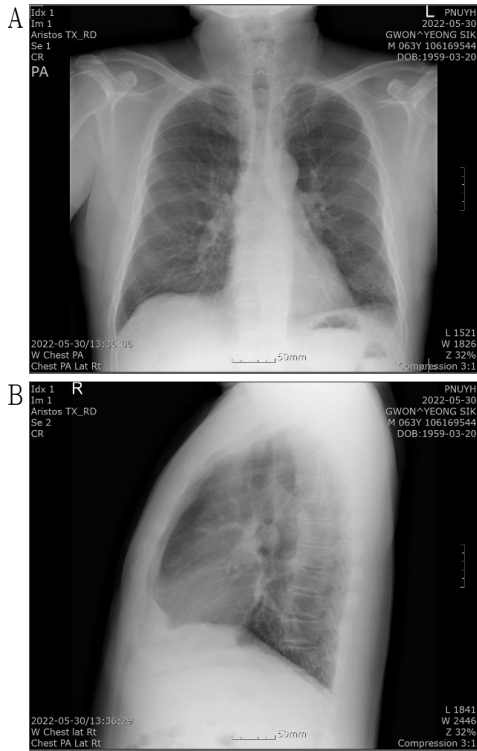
The chest X-ray (posterior-anterior, lateral right).
